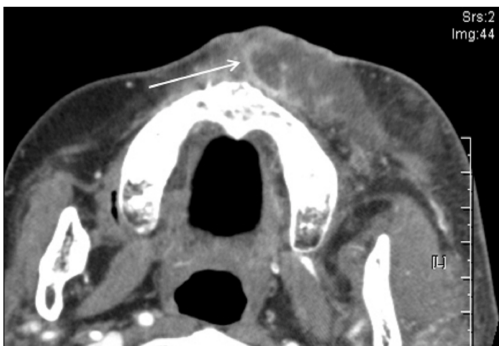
CT : Axial view shows abscess formation of the Lt. mid-facial area
